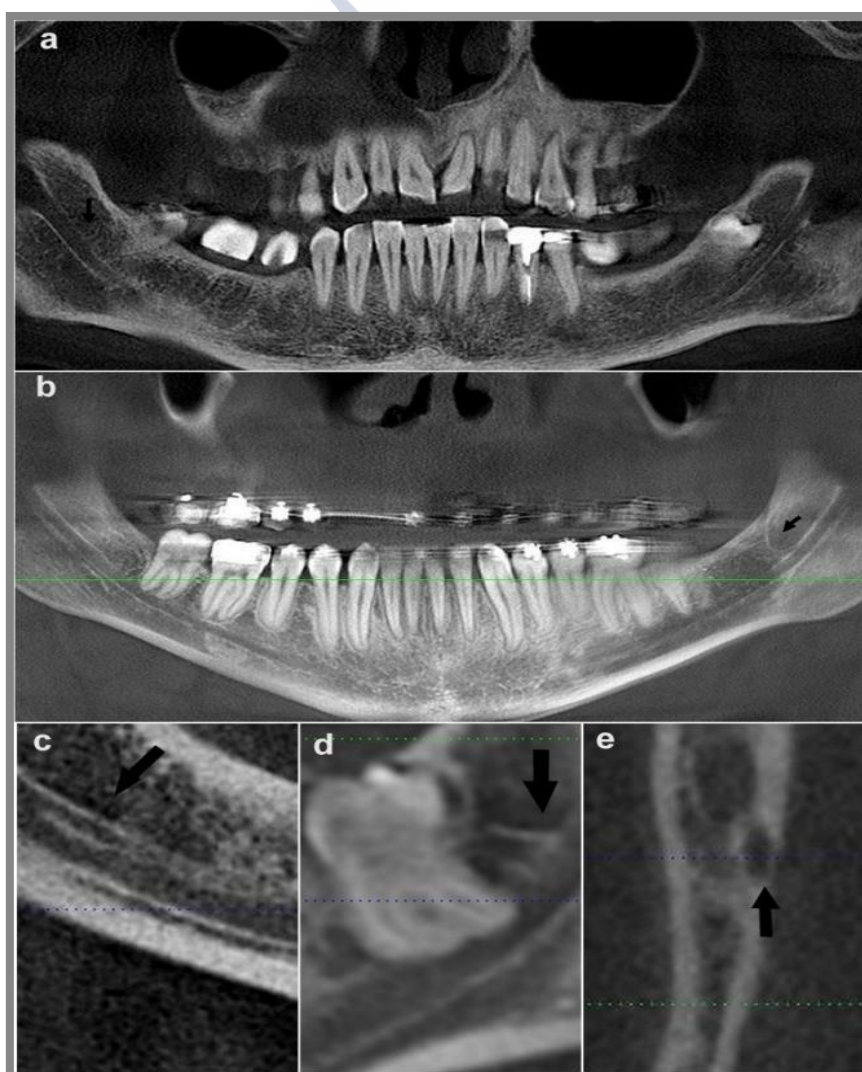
Canales mandibulares bífidos en tomografía computarizada de haz cónico: (a) canal superior en el cuerpo mandibular derecho en una reconstrucción para-panorámica: espesor del corte de 1,5 mm; (b) canal retromolar en la zona retromolar izquierda en una reconstrucción para-panorámica: espesor del corte de 1,5 mm; (c) canal anterior en una reconstrucción sagital; (d) canal dental en una reconstrucción sagital; (e) canal lingual en la rama mandibular izquierda en dirección hacia la cortical lingual en una reconstrucción transversal.
